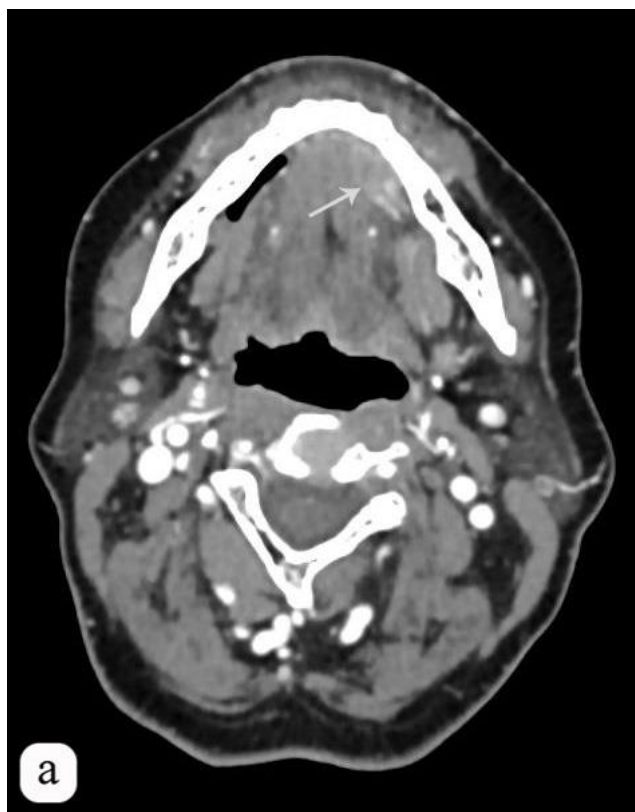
Больная Р., 58 лет. Рак дна полости рта. Компьютерная томограмма тканей полости рта с внутривенным контрастированием. (а) – аксиальная проекция, артериальная фаза, мягкотканное окно. В передних отделах дна полости рта слева визуализируется зона, неоднородно накапливающая КП (стрелка), средней плотностью +96НУ (min/max +50...+131НУ); (б) – аксиальная проекция, костное окно, на уровне ранее указанной зоны, накапливающей КП, кортикальный слой нижней челюсти определяется без признаков деструкции, периостальная реакция также не визуализируется.
